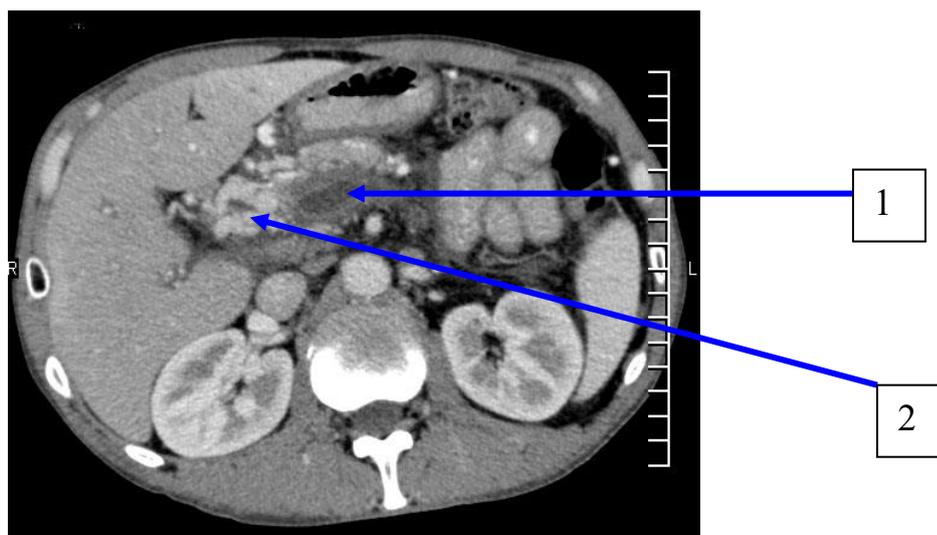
МСКТ больного с хроническим панкреатитом: внутрипротоковая (1) и внепеченочная портальная гипертензия с кавернозной трансформацией воротной вены (2)
